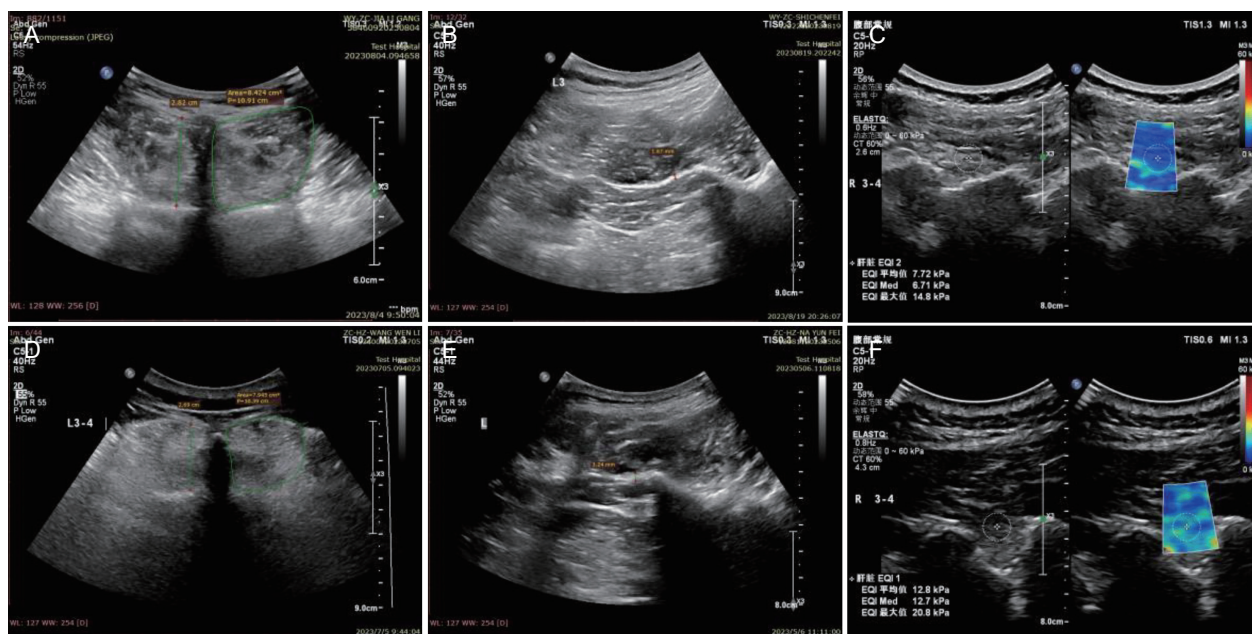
受试者多裂肌厚度/面积测量切面、筋膜厚度测量切面、弹性测量切面 (A-C) 为无症状志愿者的超声测量切面 (A: L_{3-4} 多裂肌厚度为 2.82 cm, 面积为 8.424 cm^2 ; B: L_3 水平筋膜厚度为 1.87 cm; C: 多裂肌弹性为 7.72 kPa); (D-F) 为腰痛病人的超声测量切面 (D: L_{3-4} 多裂肌厚度为 2.69 cm, 面积为 7.945 cm^2 ; E: L_3 水平筋膜厚度为 3.24 cm; F: 多裂肌弹性为 12.8 kPa)
